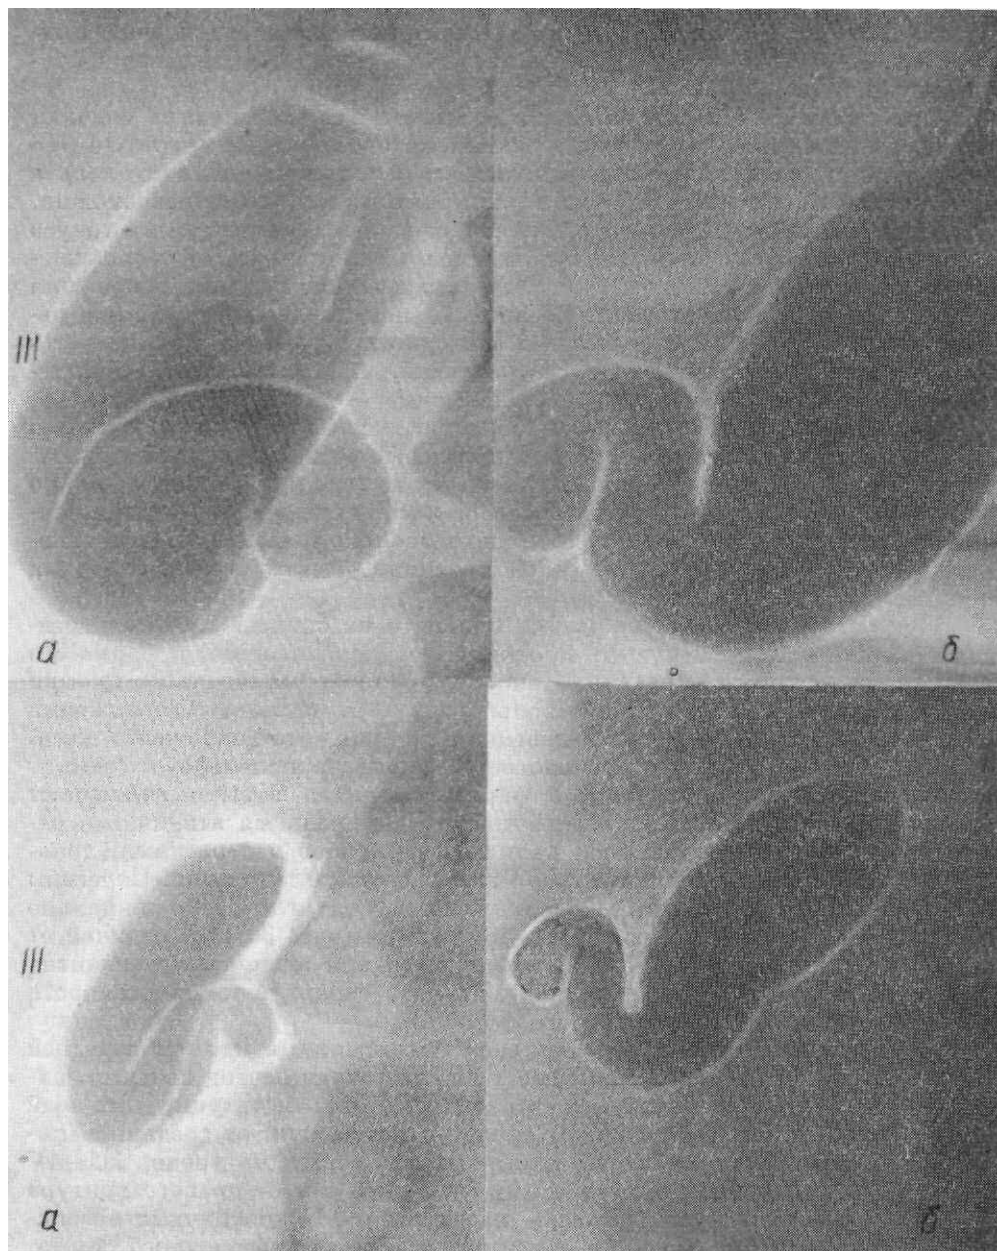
Рентгенограммы в прямой передней и боковой проекциях. Формы желчного пузыря в прямой передней (а) и боковой (б) проекциях (до и после пищевой нагрузки).
